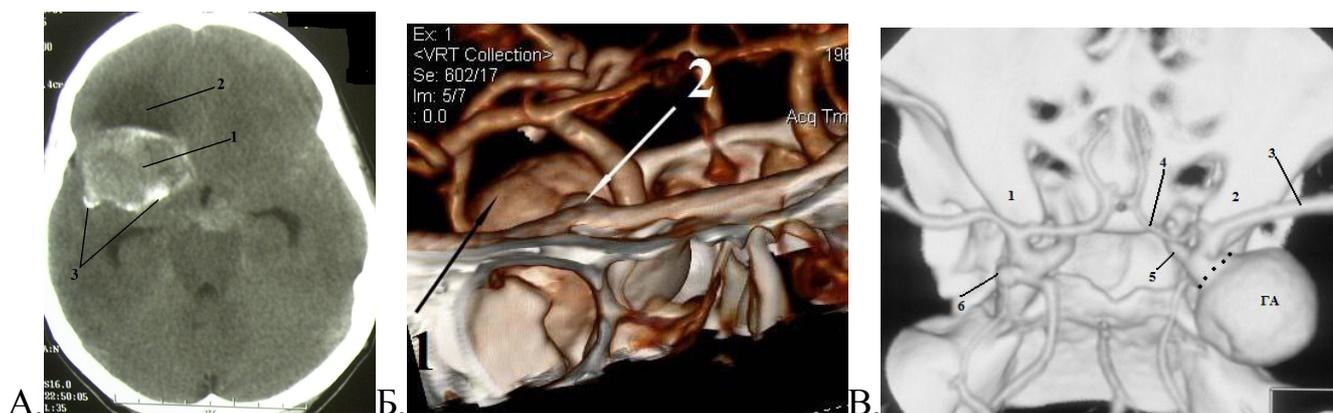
Морфологические характеристики ГА, выявляемые поданным КТ, КТ-АГ и 3D-КТ головного мозга. А. КТ головного мозга (аксиальная проекция). Субтотально тромбированная ГА бифуркации правой СМА - в правой височной доле определяется объемное гиперденсивное образование (1) неоднородной структуры с участками кальциноза (2) и перифокальным отеком (3). Б. 3D-КТ. ГА кавернозного отдела правой ВСА, 3D-КТ: 1 – выход части аневризматического мешка ГА кавернозного отдела правой ВСА в субарахноидальное пространство, 2 – правый передний наклоненный отросток. В. 3D-КТ. ГА коммуникантного сегмента правой ВСА: ГА – гигантская аневризма, 1 – левый передний наклоненный отросток, 2 – правый передний наклоненный отросток, 3 – правая СМА, 4 – гипоплазированная правая ПМА, 5 – правая ВСА, 6 – сопутствующая аневризма коммуникантного сегмента левая ВСА. Пунктиром обозначена шейка ГА.
